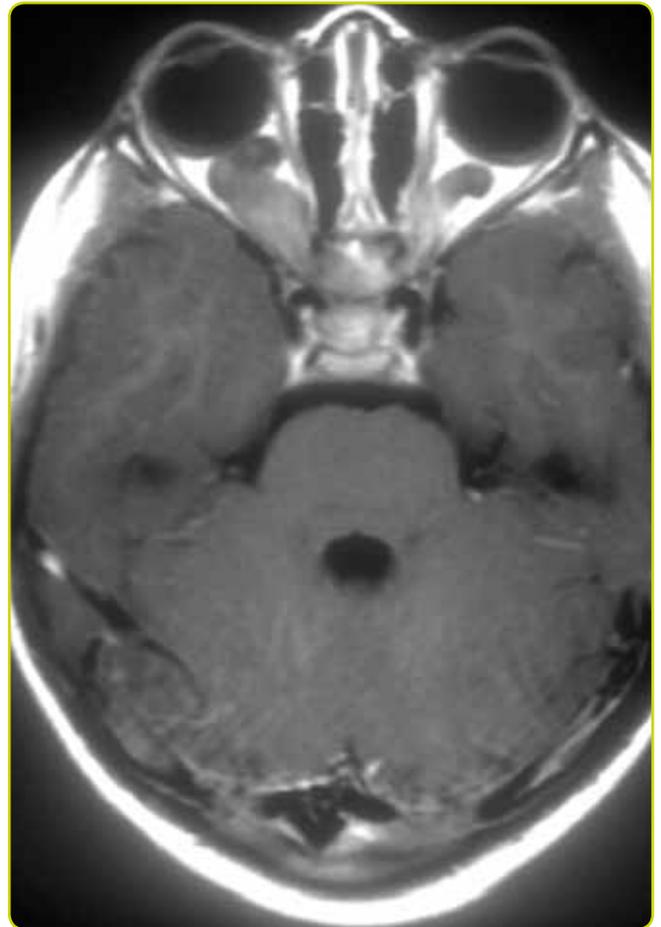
Glioma del nervio óptico en paciente con NF tipo I. RM ponderada en T1 con contraste (gadolinio). Se observa un ensanchamiento bilateral de nervios ópticos, más llamativo en el lado derecho, con realce de los mismos. Tomada de Pedrosa, Diagnóstico por Imagen. Tomo 4. Musculoesquelético. Marbán.
